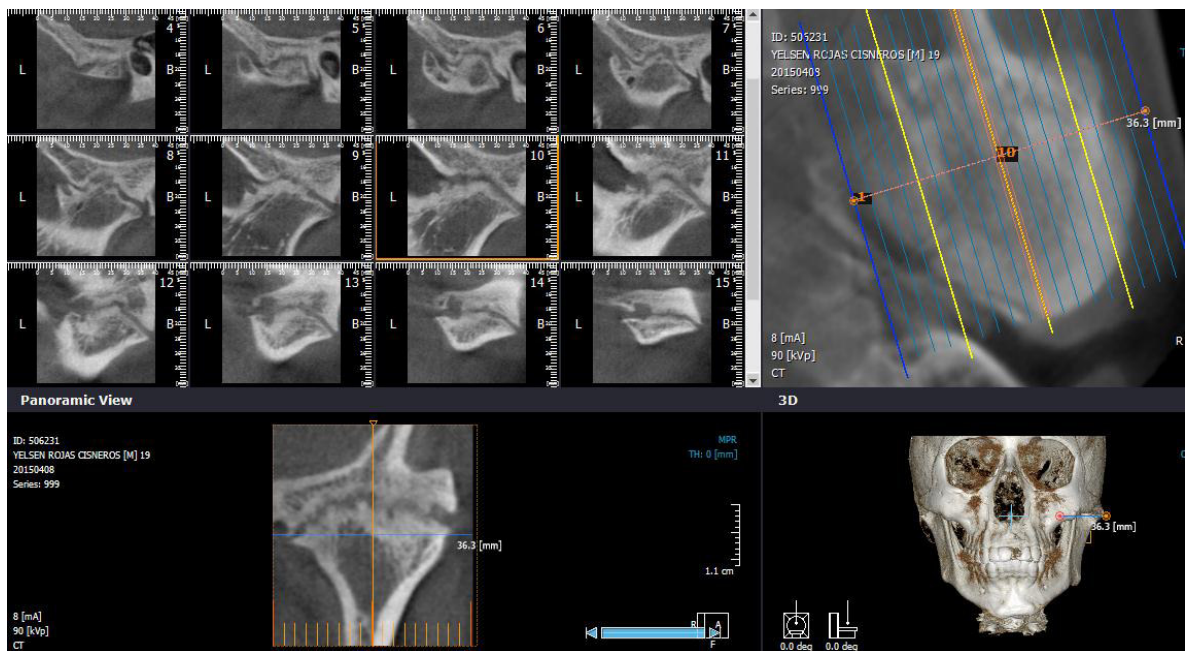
Imagenología. Cortes Parasagitaes de la ATM lado izquierdo; obtenida de la reconstrucción tomográfica Cone Beam.
